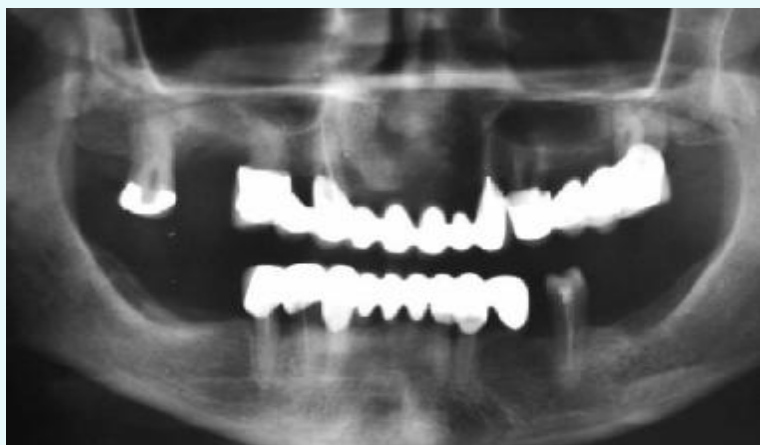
Panoramic radiograph of the case 2 showing a slight erosion on bone surface in the right side of the maxilla
